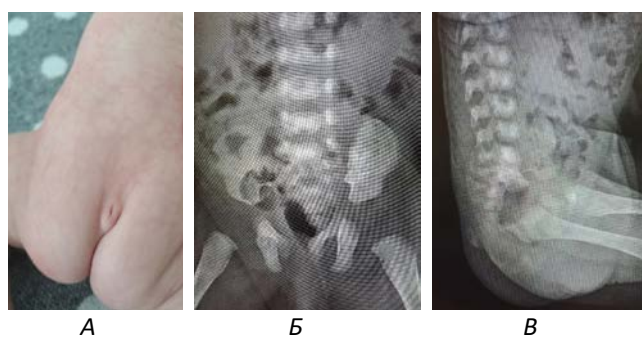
Новонароджений віком 10 діб: А – «крижова мітка» в ділянці верхньої третини сідничної складки у вигляді локального втягнення шкіри; Б, В – рентгенографія крижово-куприкової ділянки хребта (пряма (Б) і бокова (В) проєкції). Діагноз «Сакральна агенезія I типу»
